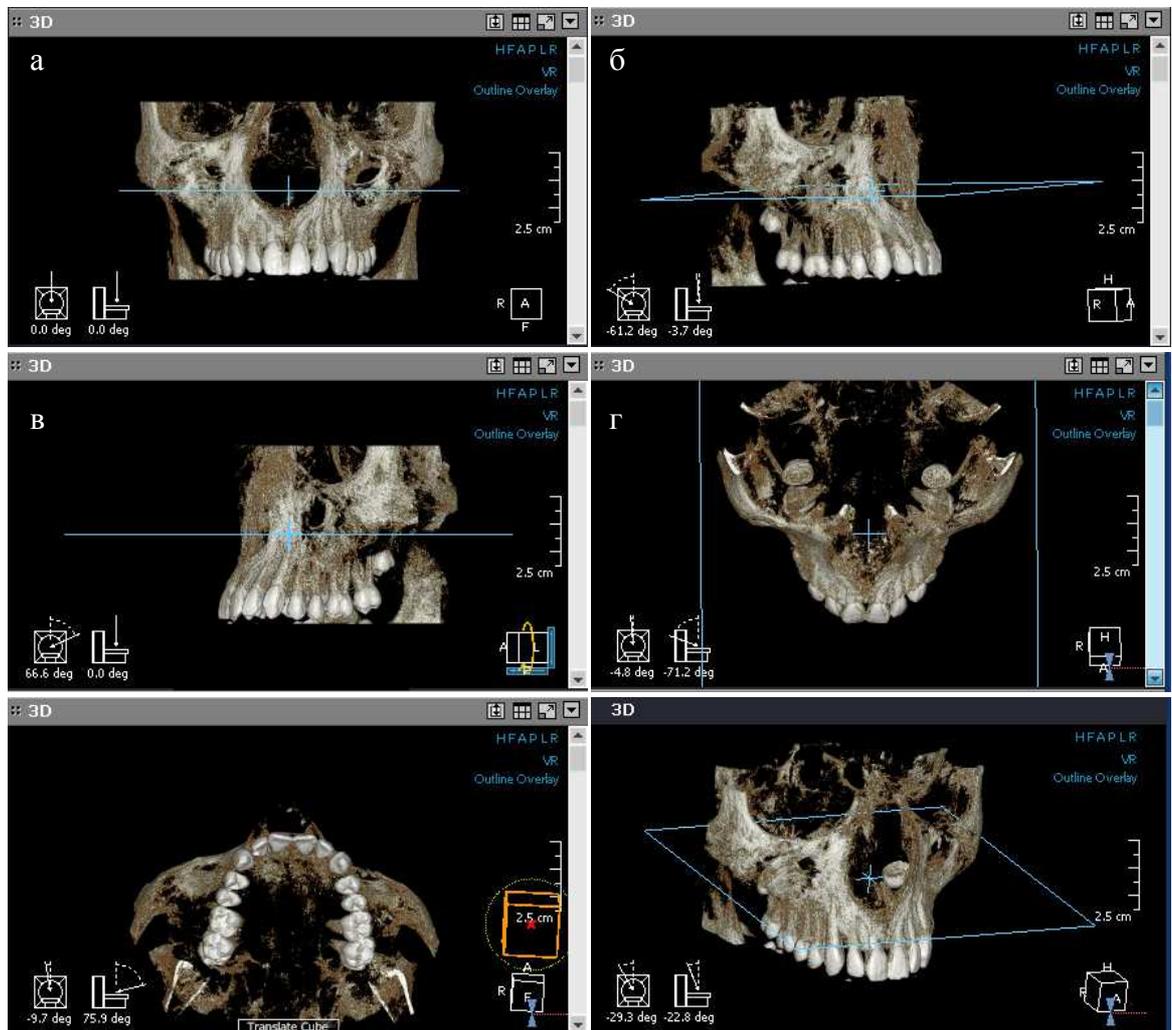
Вид "окон" при исследовании компьютерной 3-D томограммы: а) анфас, б) правый профиль, в) левый профиль, г) вид сверху, д) вид снизу, е) полупрофиль (любой угол наклона)
